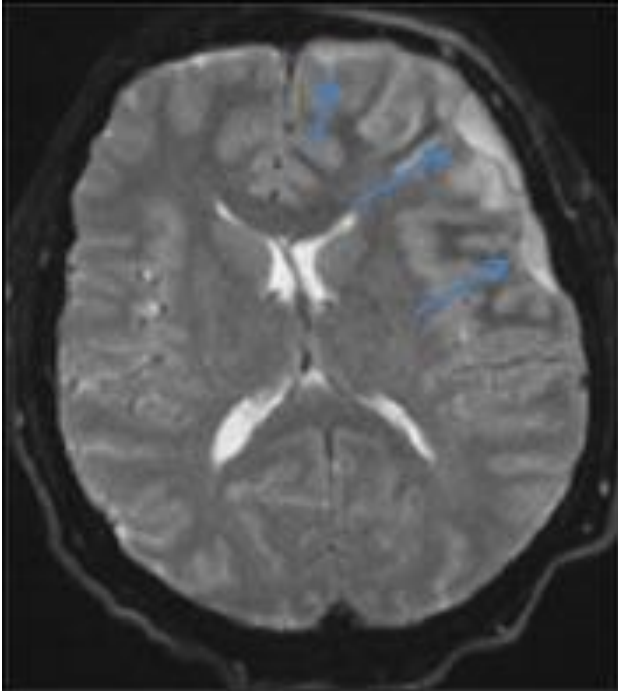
Se realiza RMN ante persistencia de clínica Solo se hacen secuencias de difusión(paciente no colabora)se observa presencia de material hiperintenso T2 con restricción de la difusión que ocupa el espacio subdural frontotemporal izquierda, áreas de hiperintensidad de la señal córtico-subcorticales de las circunvoluciones cerebrales del lóbulo frontal izquierdo(flechas), área compatible con infarto isquémico agudo(círculos). Hallazgos que sugieren meningoencefalitis más empiema subdural .
